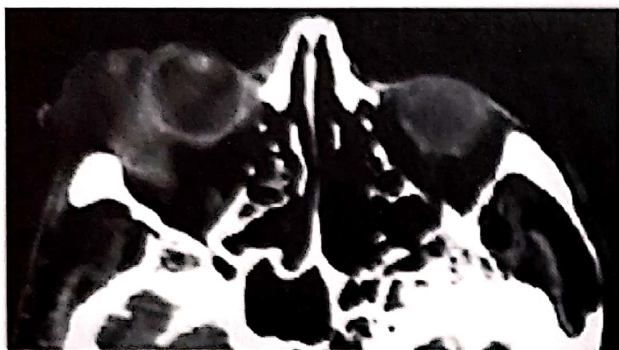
B.I., 65 ani, M. CT-scan axial cu contrast. Carcinom adenoid chistic de glandă lacrimală dreaptă. TU neomogenă, infiltrativă, distrucții osoase adiacente.
